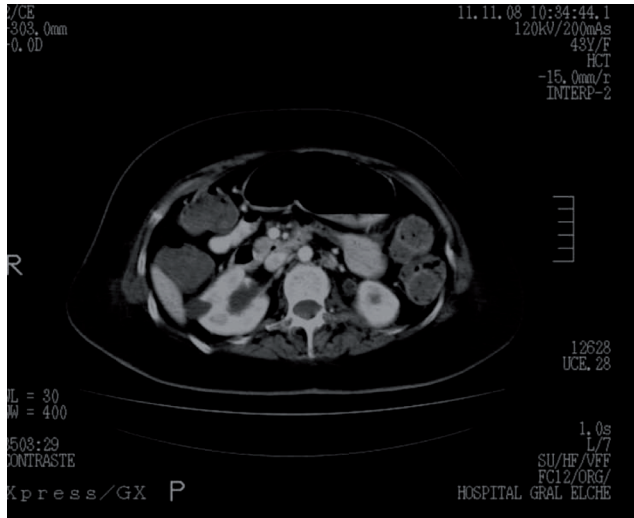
Esclerosis múltiple con disfunción vesicouretral tipo motoneurona superior con disinergia detrusor-esfínter. TAC.
